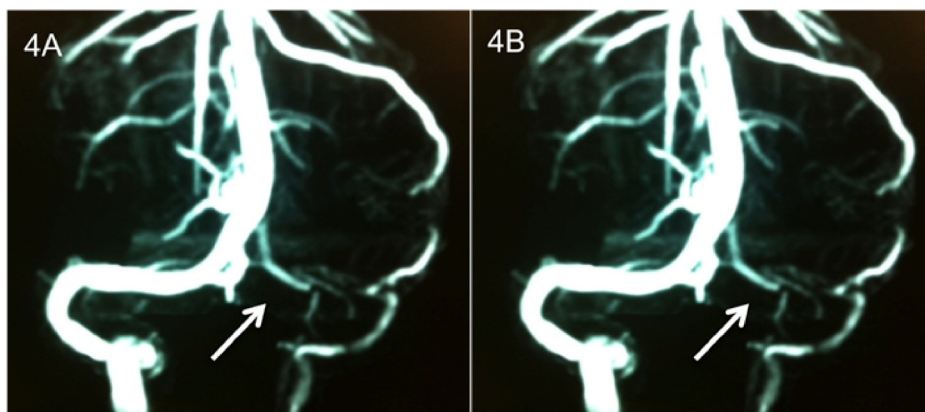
Angioressonância venosa de crânio mostrando falha de enchimento em seios transverso e sigmóide esquerdos compatível com trombose venosa cerebral desses segmentos.
